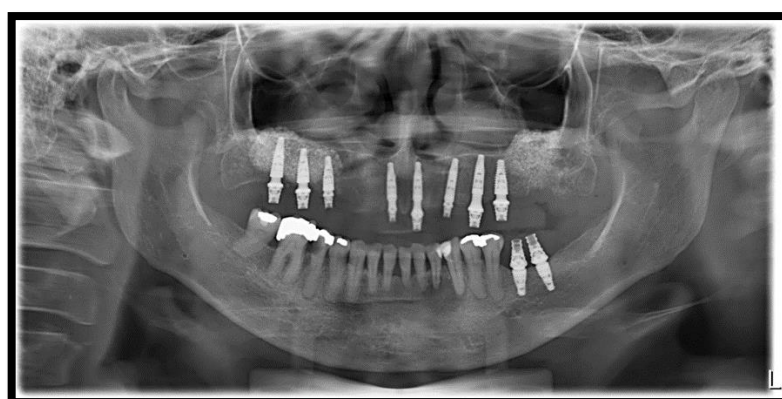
Radiographic appearance 60 days after the installation of the fixed PMMA dental prosthesis.
